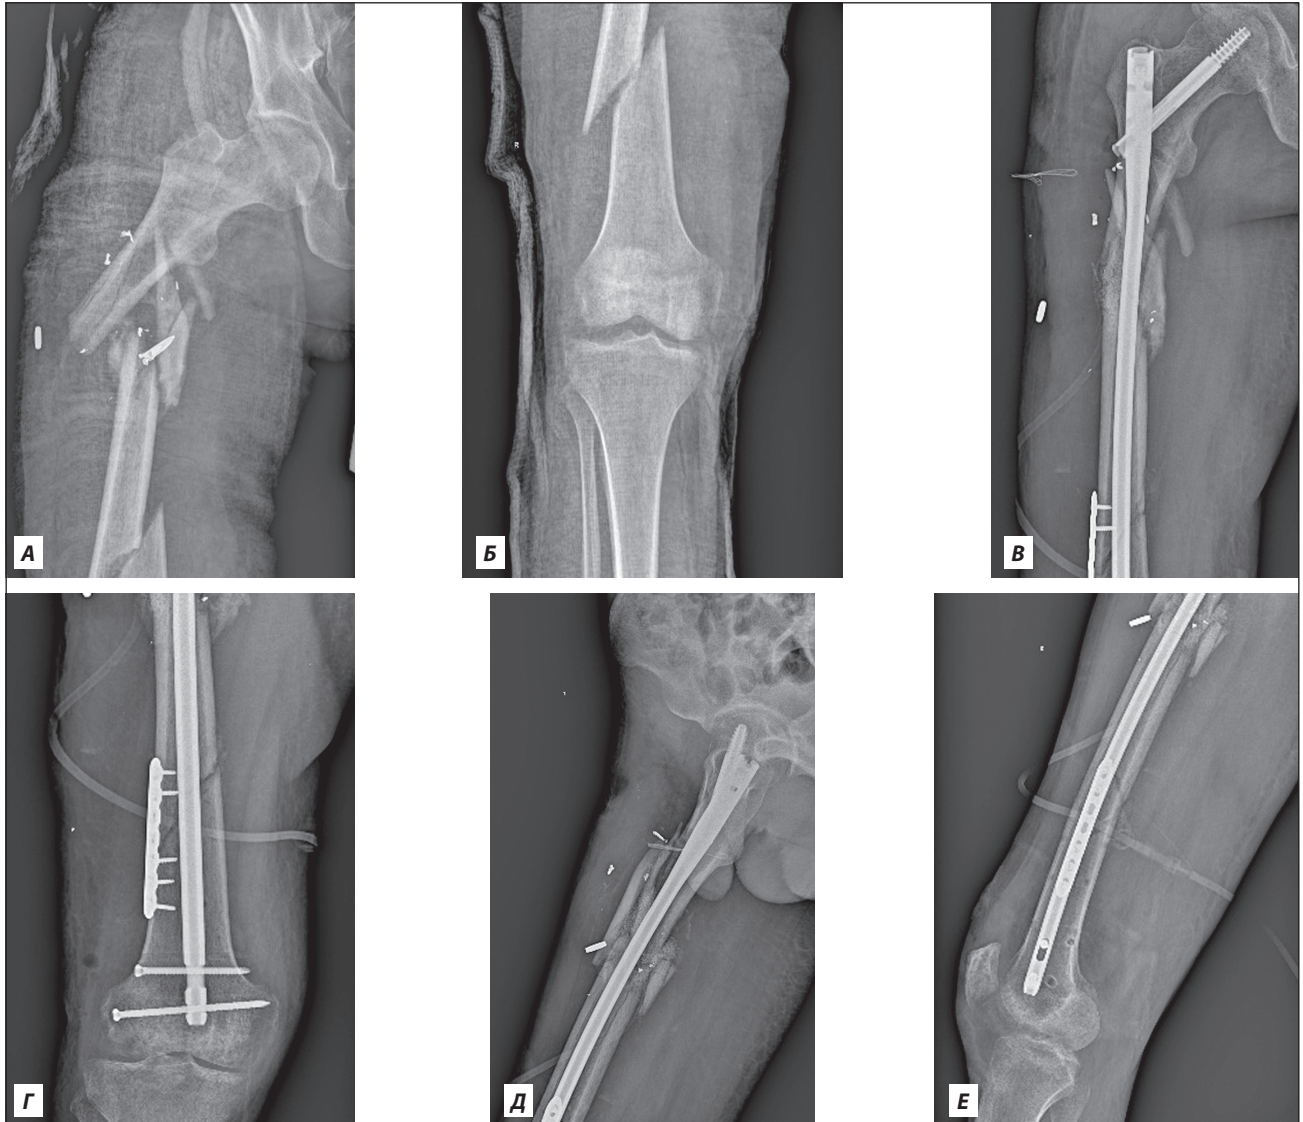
Рентгенівські знімки пацієнта Д.:
